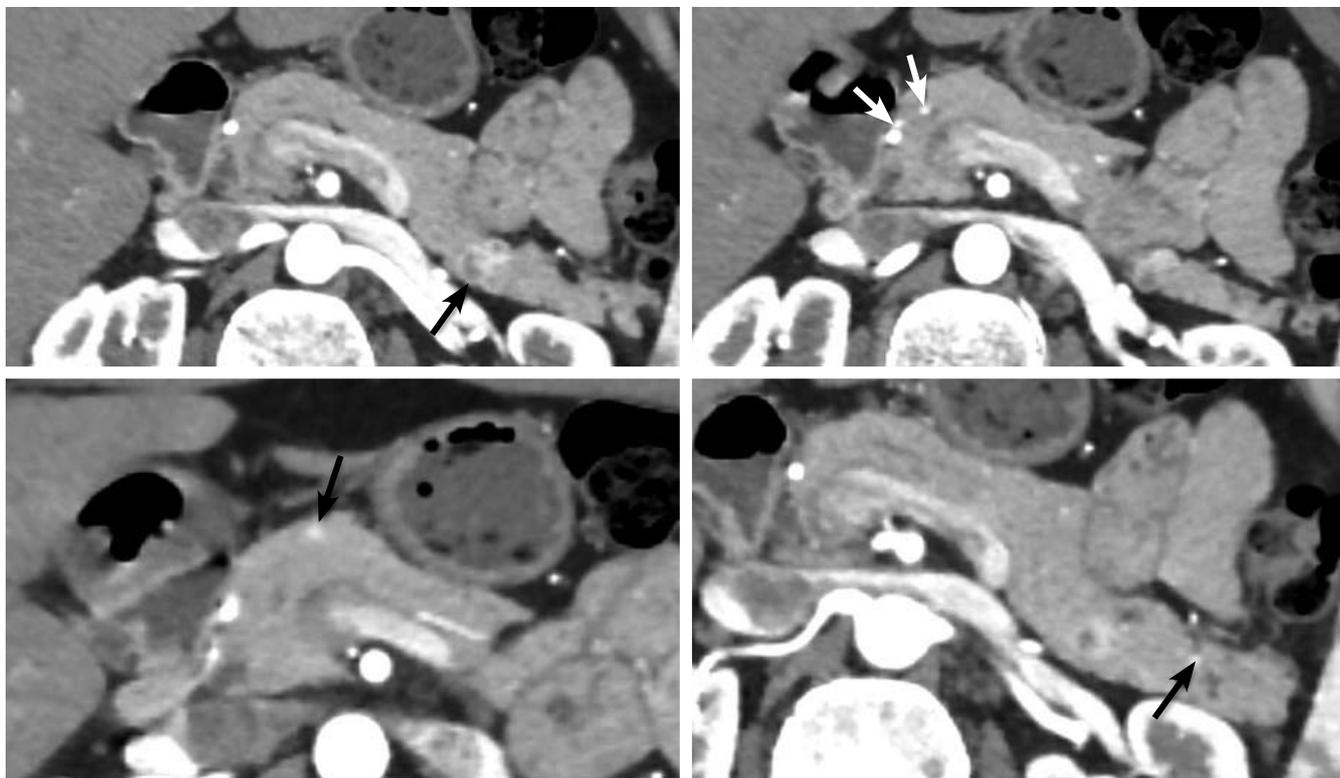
МСКТ поджелудочной железы с контрастным усилением пациента № 2.5.
